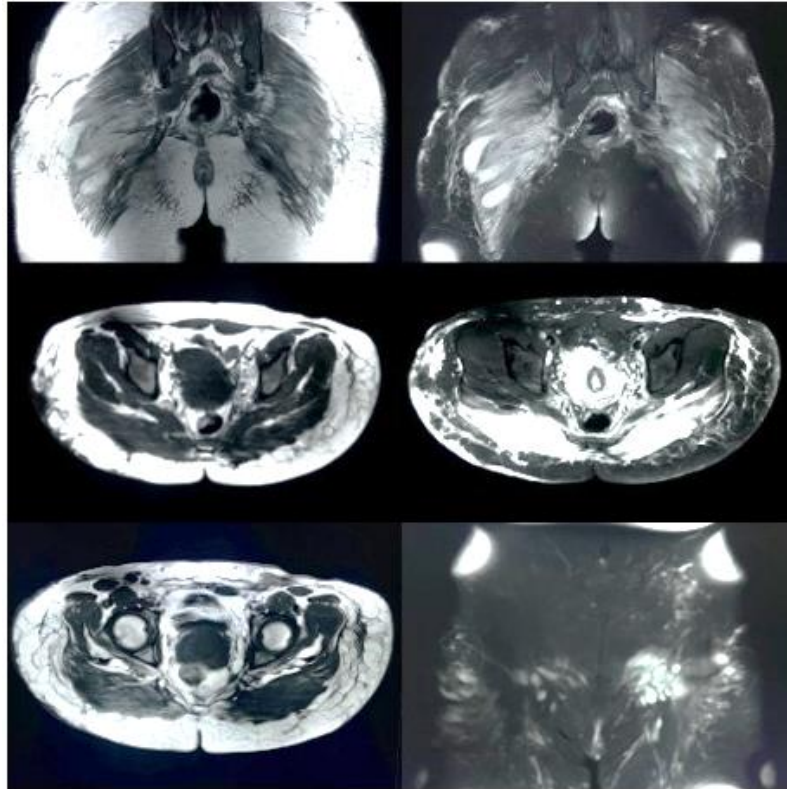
Resonancia nuclear magnética simple de T de pelvis. Secuencia T1W, T2W y SPAIR. Cortes en plano axial y coronal.
